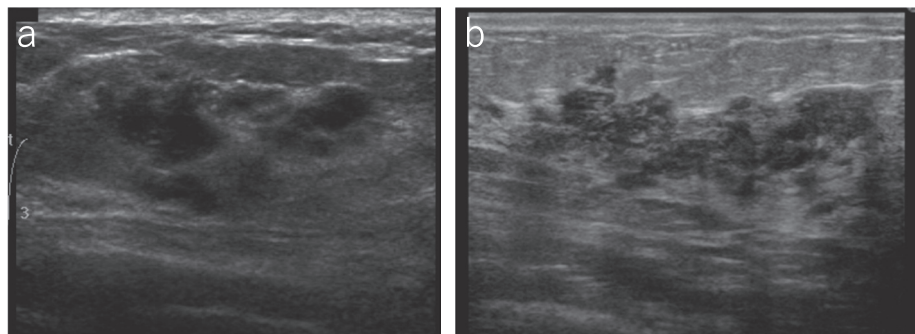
A case of ductal carcinoma *in situ* (DCIS). Ultrasound shows a patchy hypoechoic area in the mammary gland.
